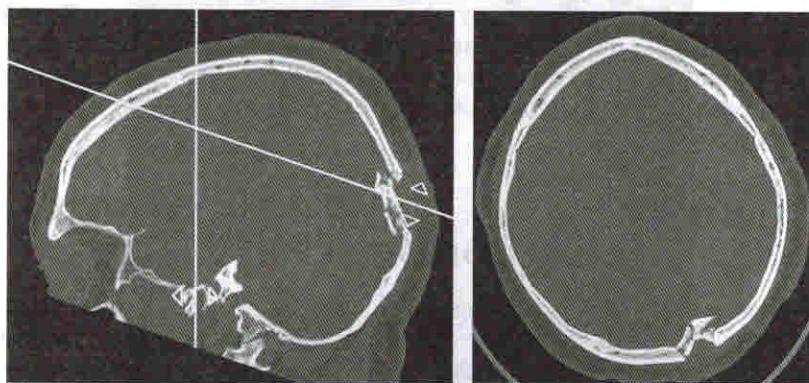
МСКТ-снимок черепа пациента с вдавленным переломом черепа в парасагиттальной области слева, рядом с наружным затылочным бугром
